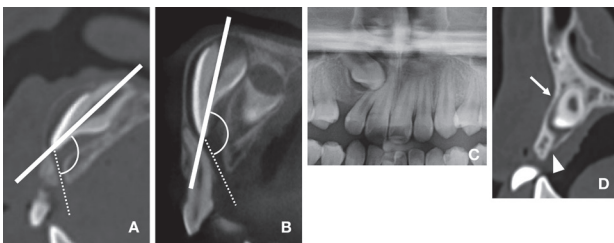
CT画像上での萌出遅延を示す歯の導帯管
